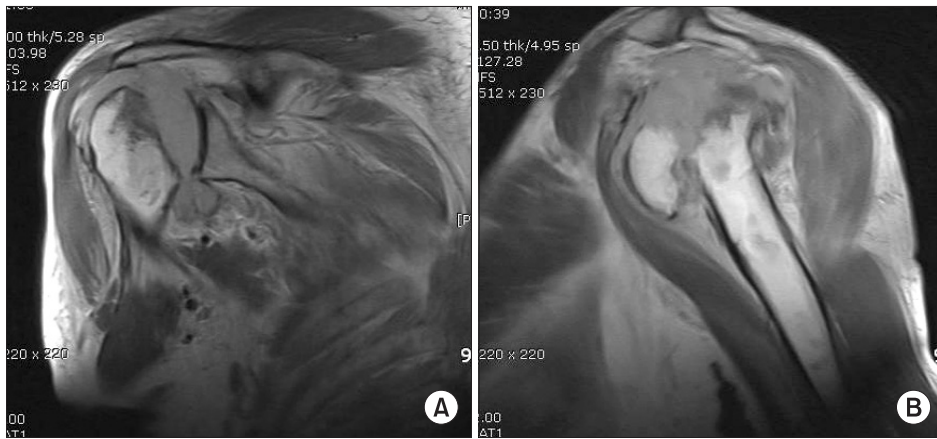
(A, B) MR images show full thickness rotator cuff tears with retraction and muscle atrophy.
